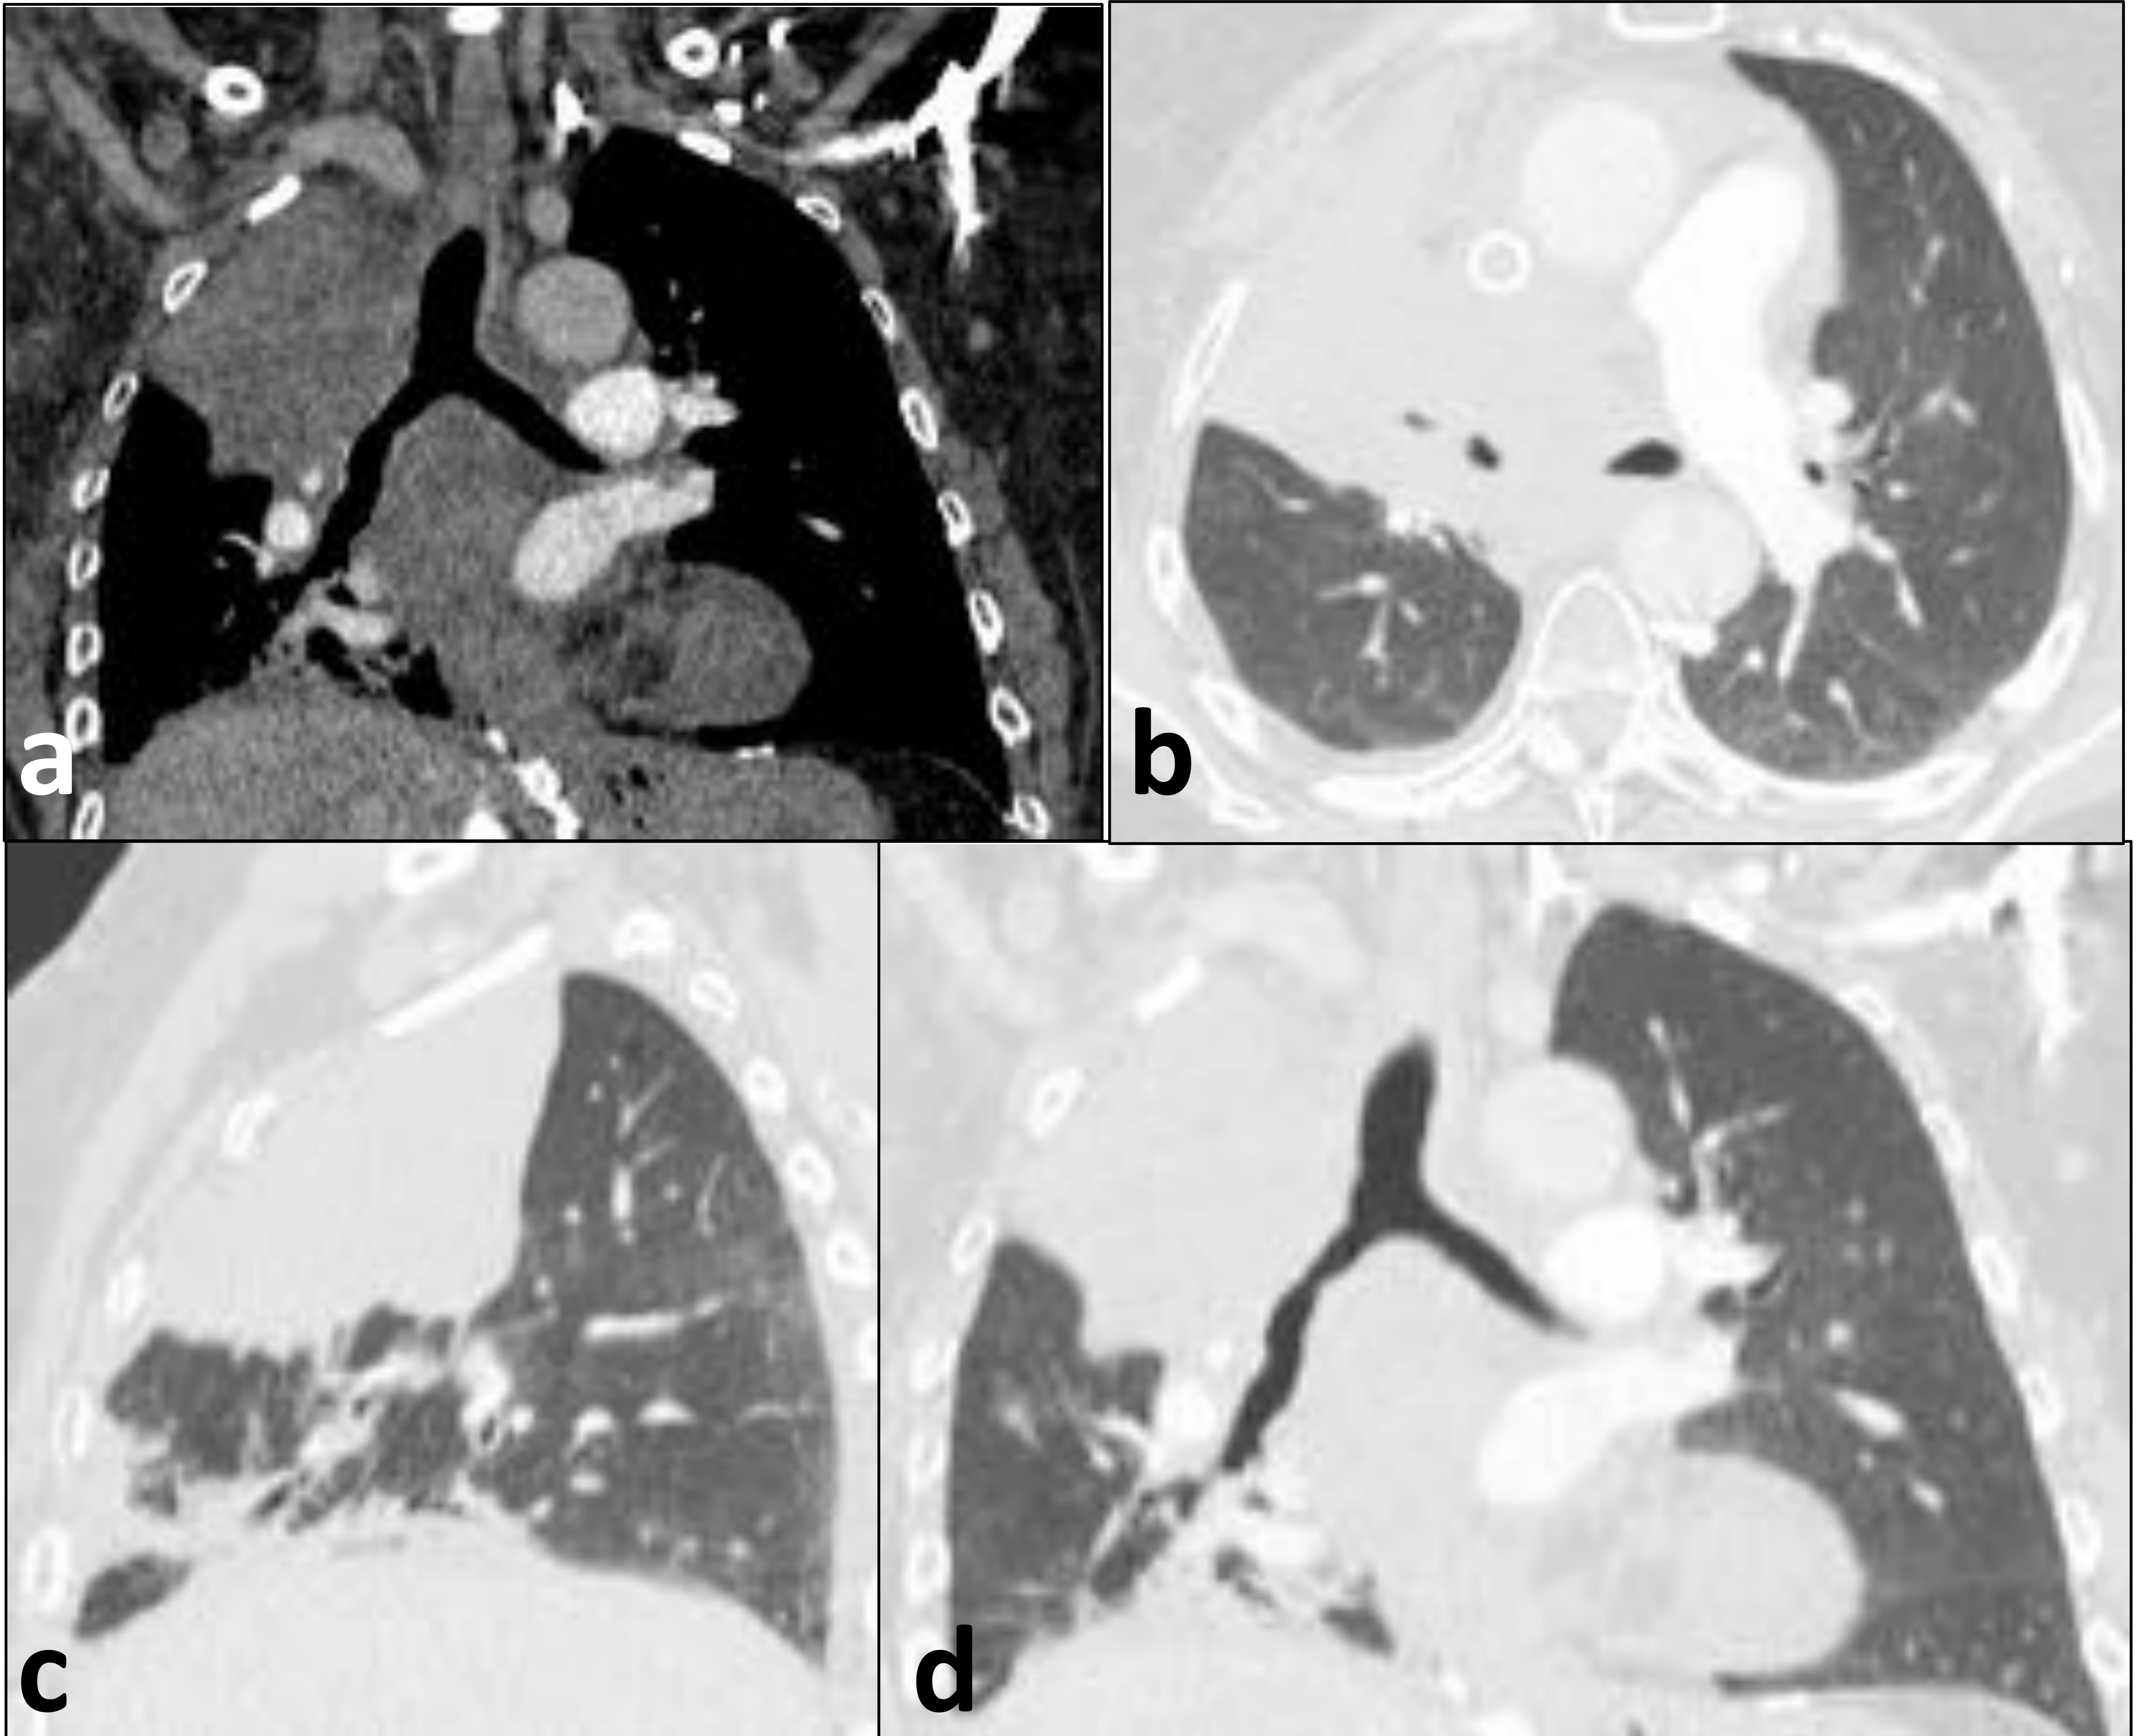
Angio-TC de tórax. Se identifica obstrucción del bronquio lobar superior derecho con atelectasia del LSD, pérdida de volumen de dicho lóbulo y desplazamiento del mediastino hacia la derecha. References: Servicio de Radiodiagnóstico. Hospital Universitario Virgen Macarena, Sevilla, España.
